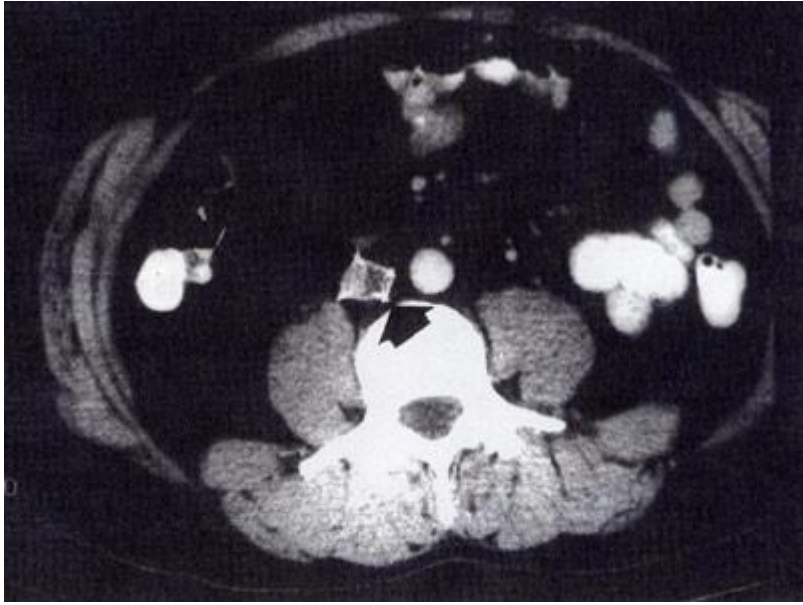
Tomografía axial computada de abdomen con contraste intravenoso. Muestra un corte transversal de un filtro en la vena cava inferior, con un trombo alojado en éste (flecha).
